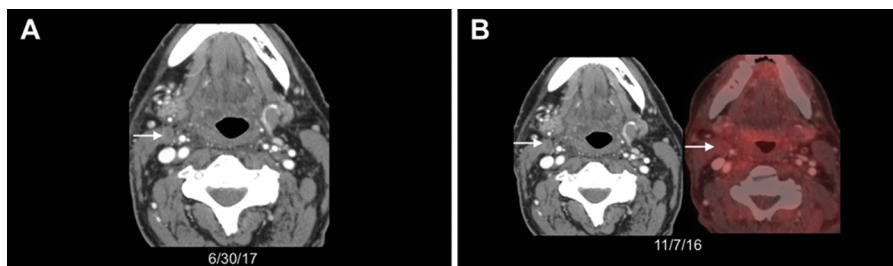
Категория NI-RADS 0: орофарингеальный плоскоклеточный рак после ХЛТ в другом учреждении: (А) КТ с КУ через 10 месяцев после лечения. На момент составления протокола предыдущие DICOM-данные были недоступны. На КТ с КУ справа (стрелка) выявлена остаточная узловатая ткань размером 1 см. Эта находка должна быть интерпретирована в сравнении с предыдущими изображениями, в частности с первичной ПЭТ-КТ с КУ после лечения. Следовательно, настоящему исследованию присвоена категория NI-RADS 0, затребованы предыдущие исследования; (В) На первичной ПЭТ-КТ с КУ в остаточной ткани лимфоузла не выявлено захвата FDG (стрелки), что подтверждает неактивность процесса. Шейная диссекция по жизненным показаниям не требуется – категория NI-RADS 1 [21]
